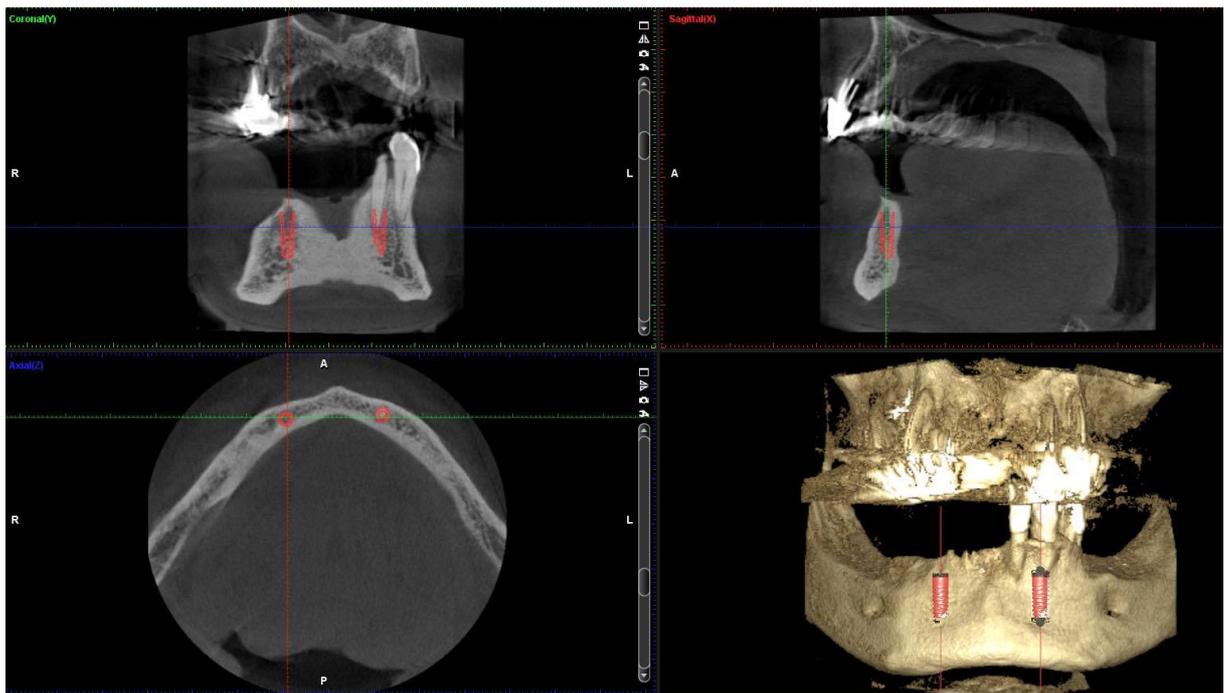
cone beam de la planification pré implantaire (courtoisie du Dr Delebarre Hélène)
